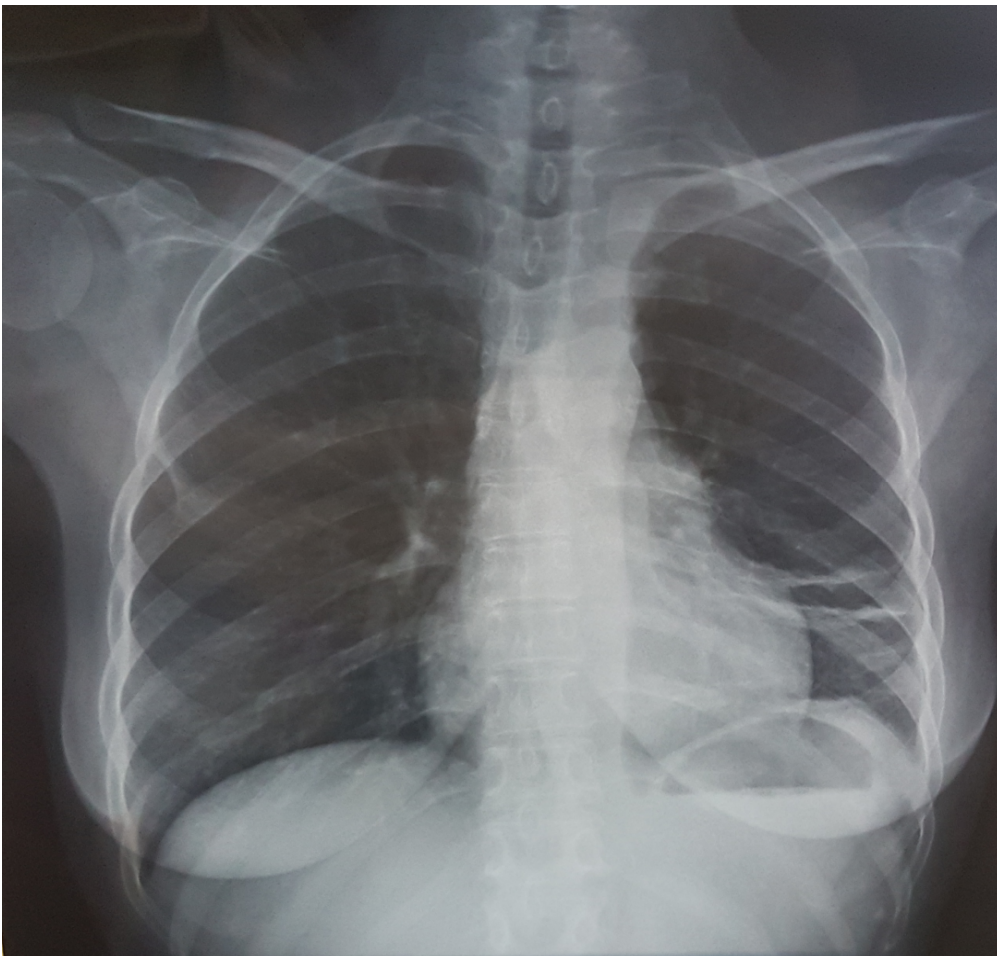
Radiographie thoracique montrant un élargissement du médiastin avec une opacité en bande dans le 1/3 inférieur du Poumon gauche (cas N°2 de notre série)
